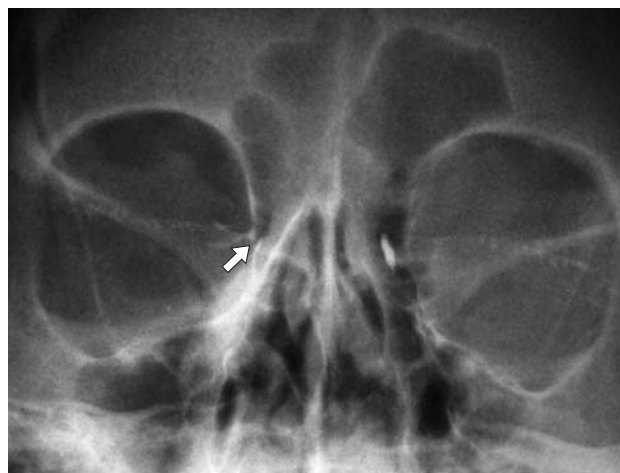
Дакриорентгенограмма. Рентгенологическая картина правосторонней облитерации слезоотводящих путей (стрелкой указано место облитерации на уровне устья слезных канальцев).
